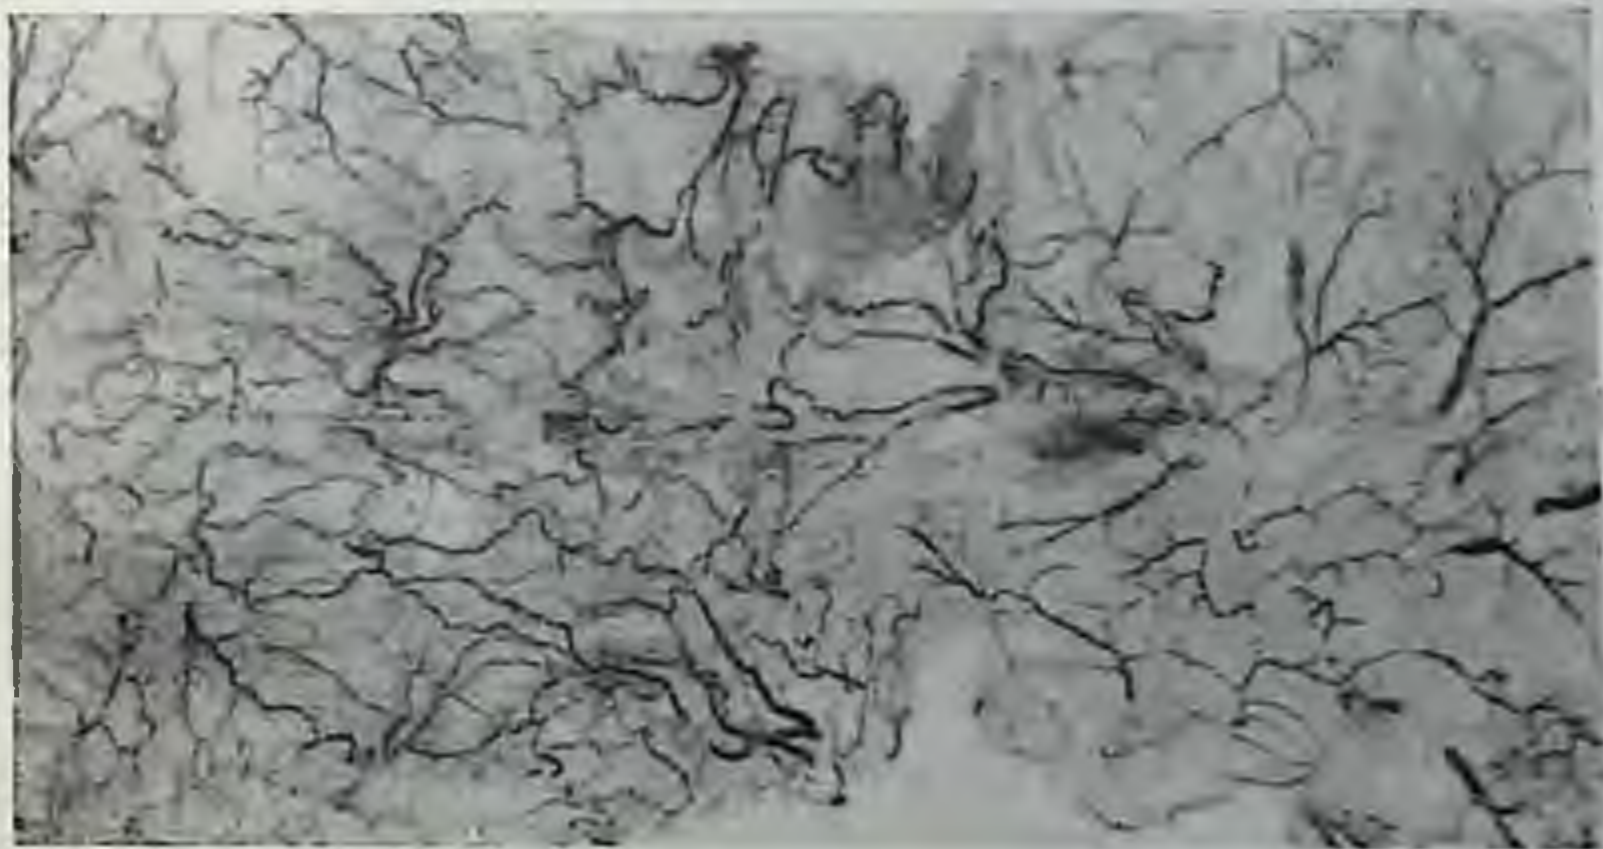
Вены слизистой оболочки и подслизистого слоя привратника и прилежащих к нему отделов желудка и двенадцатиперстной кишки. (Рентгенограмма препаратов после инъекции вен рентгеноконтрастной массой).
